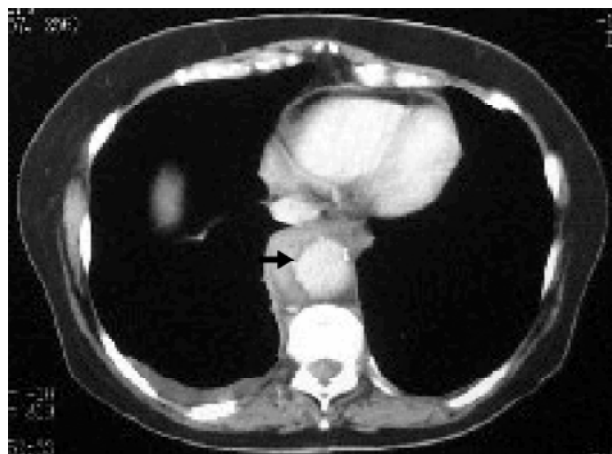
Tomografia de tórax evidenciando aorta com hematoma contido à direita (seta).
